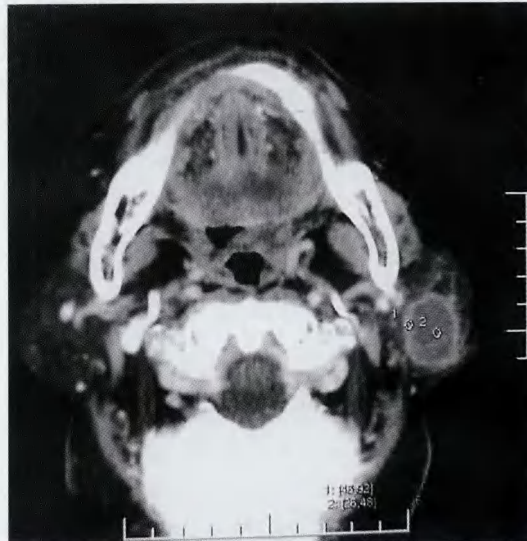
Warthin 瘤。CT 增强扫描示肿瘤不均匀强化,中央囊变无明显强化,周围实质部分明显强化,CT 值上升至 76.04Hu。
